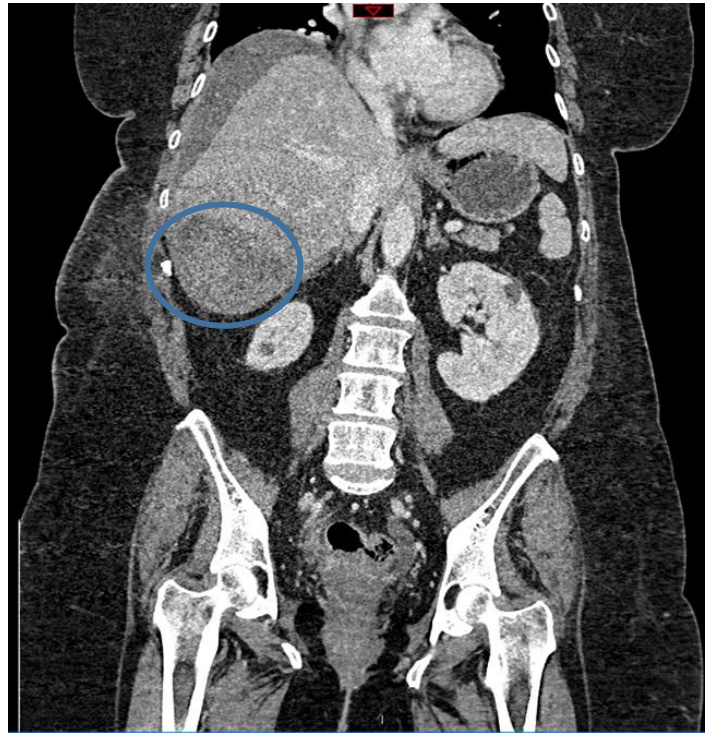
TC abdominopélvico en los tres planos tras administración de contraste intravenoso en fase venosa, después de 3 días tras colecistectomía actualmente con reactantes de fase aguda elevados. Se visualiza hematoma subcapsular en borde inferior hepático, se realiza angioTC y no se aprecian signos de sangrado activo.
